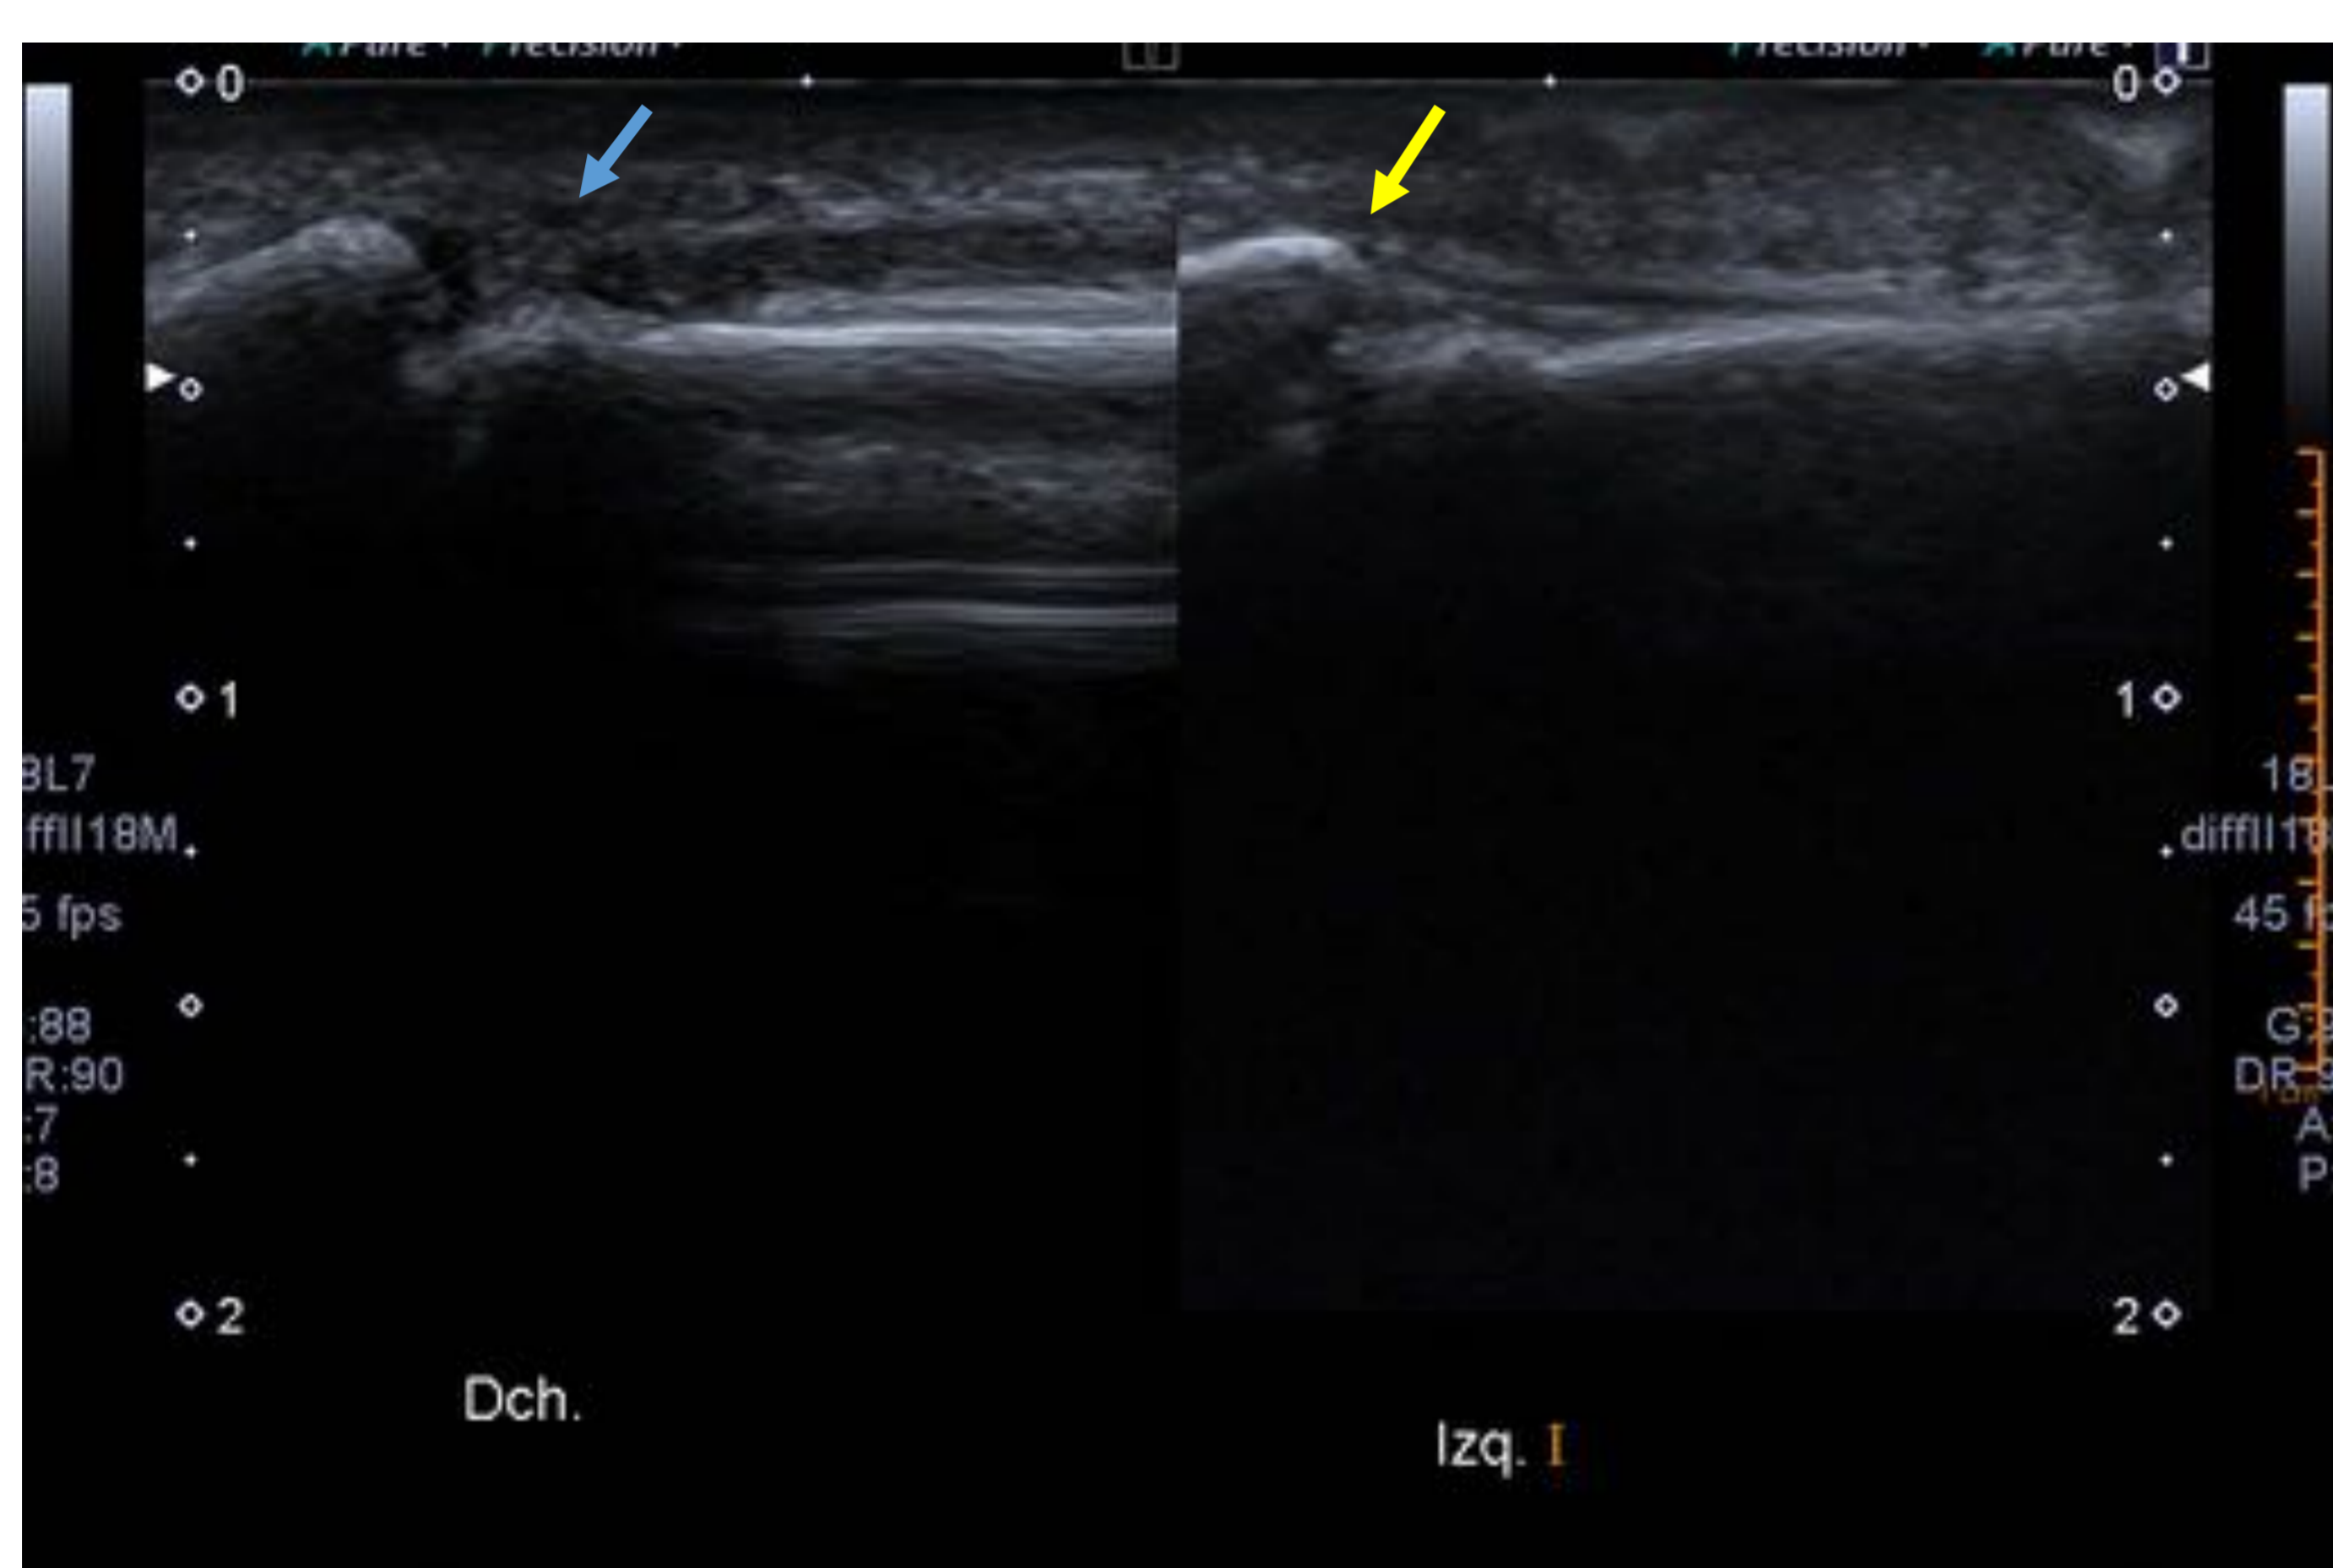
Golpe en falange distal del 3er dedo de la mano derecho. Posterior actitud en flexión de la IFD e imposibilidad para la extensión. En la ecografía se observa desinserción del tendón extensor en la base de la falange distal (flecha azul), en lado izquierdo se ve la inserción normal (flecha amarilla). RM se confirma la desinserción del tendón extensor en la falange distal (flecha azul). En las imágenes axiales no se identifica el tendón a nivel de la base de la falange distal (*).
